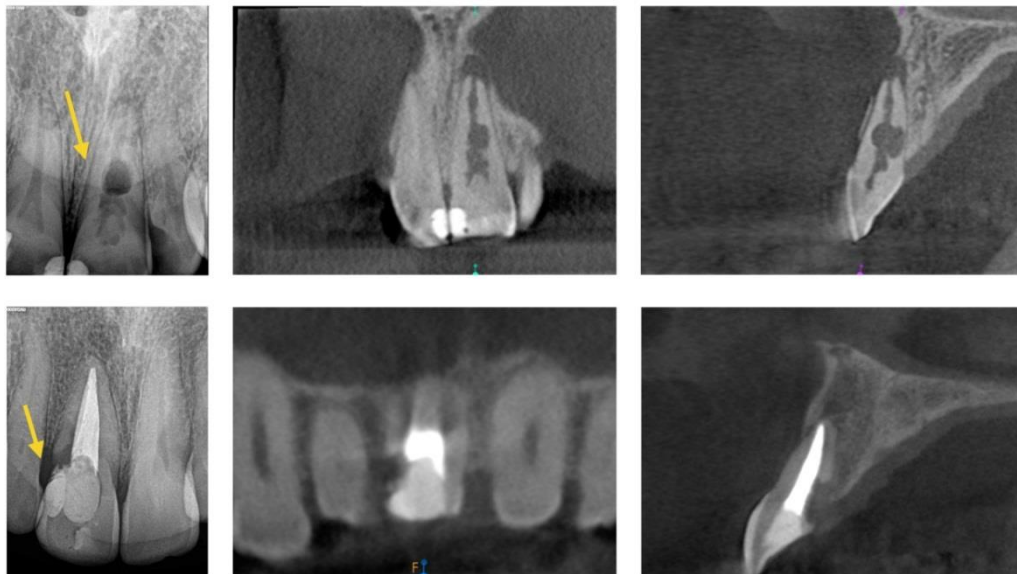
Casos de reabsorción radicular. (Fuente: <http://auladentalavanzada.com/cbct-endodoncia/>)
